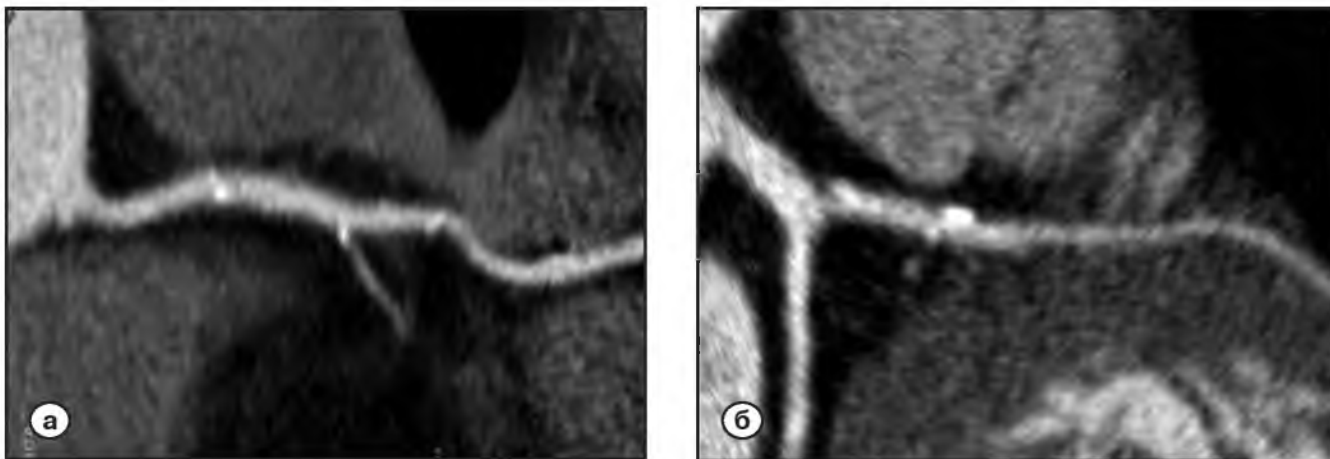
Атеросклеротическое поражение КА по данным МСКТ:
